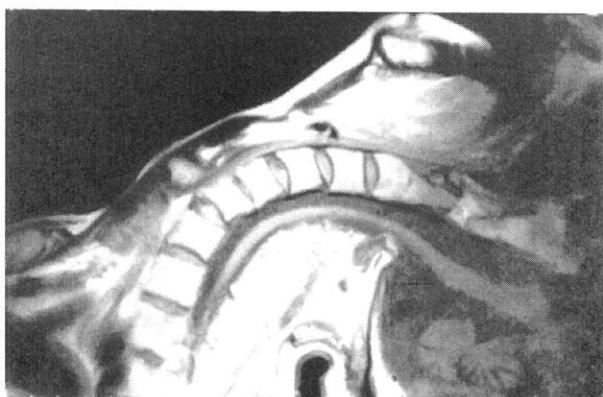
MRI (TR : 510, TE : 17) demonstrates that the neck is extremely extended.
